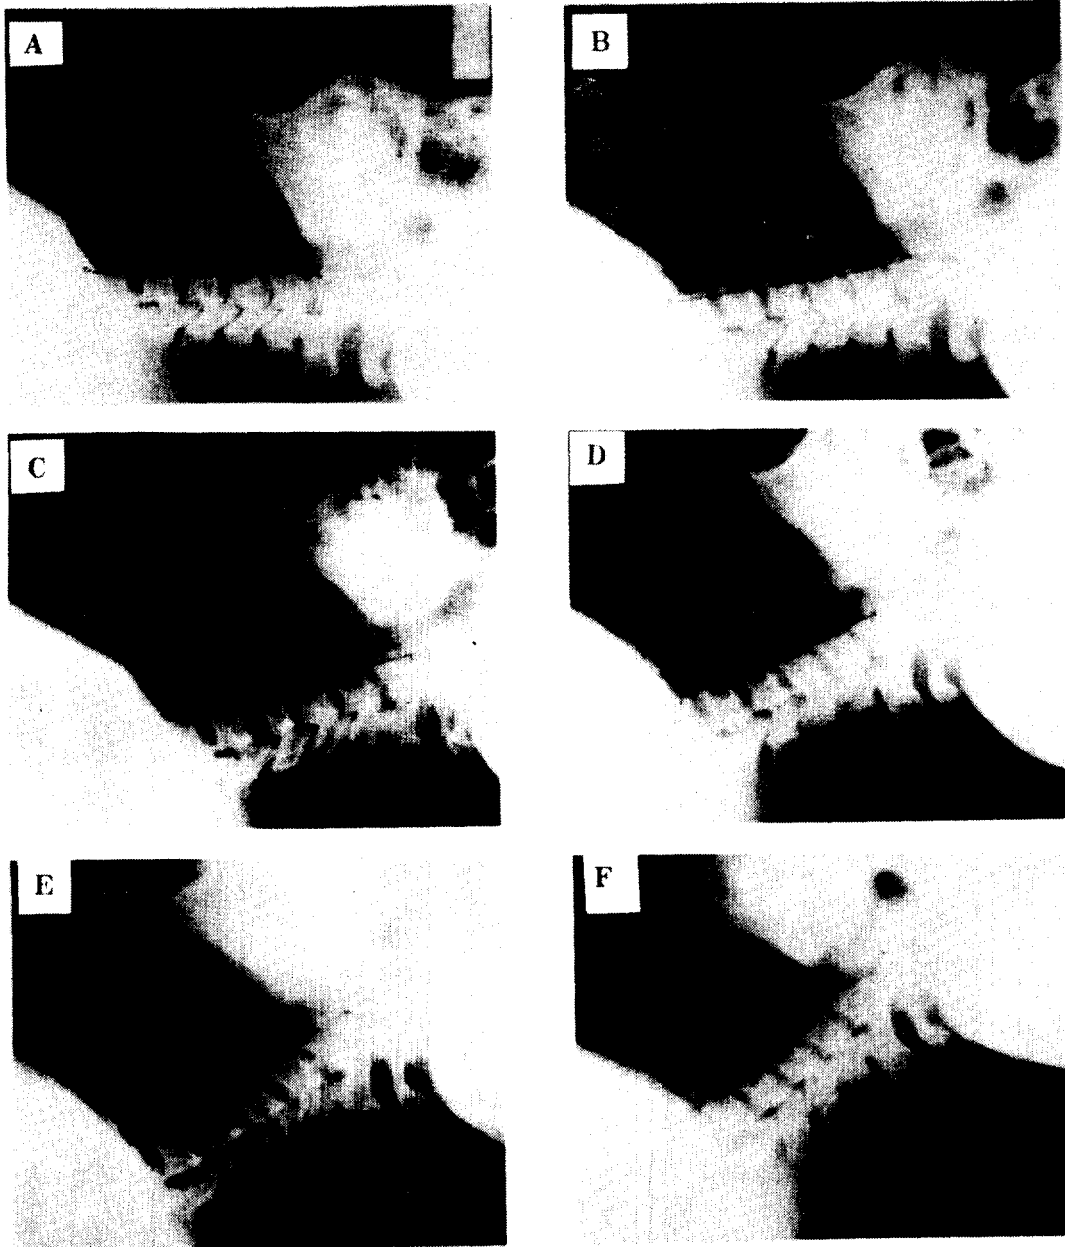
The X-ray film of the cervical vertebrae(male lying his back).
